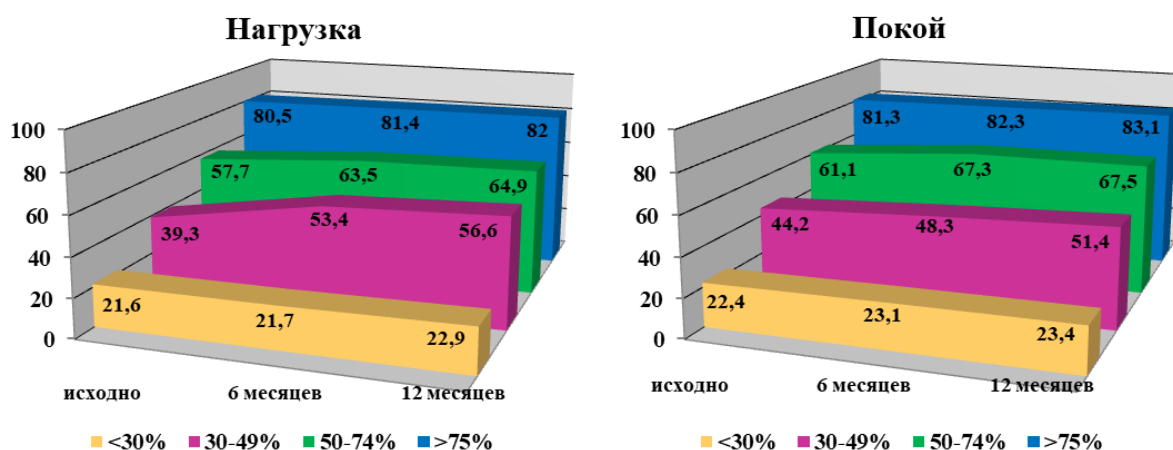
Площадь ДП по данным радионуклидной томографии миокарда ЛЖ.
